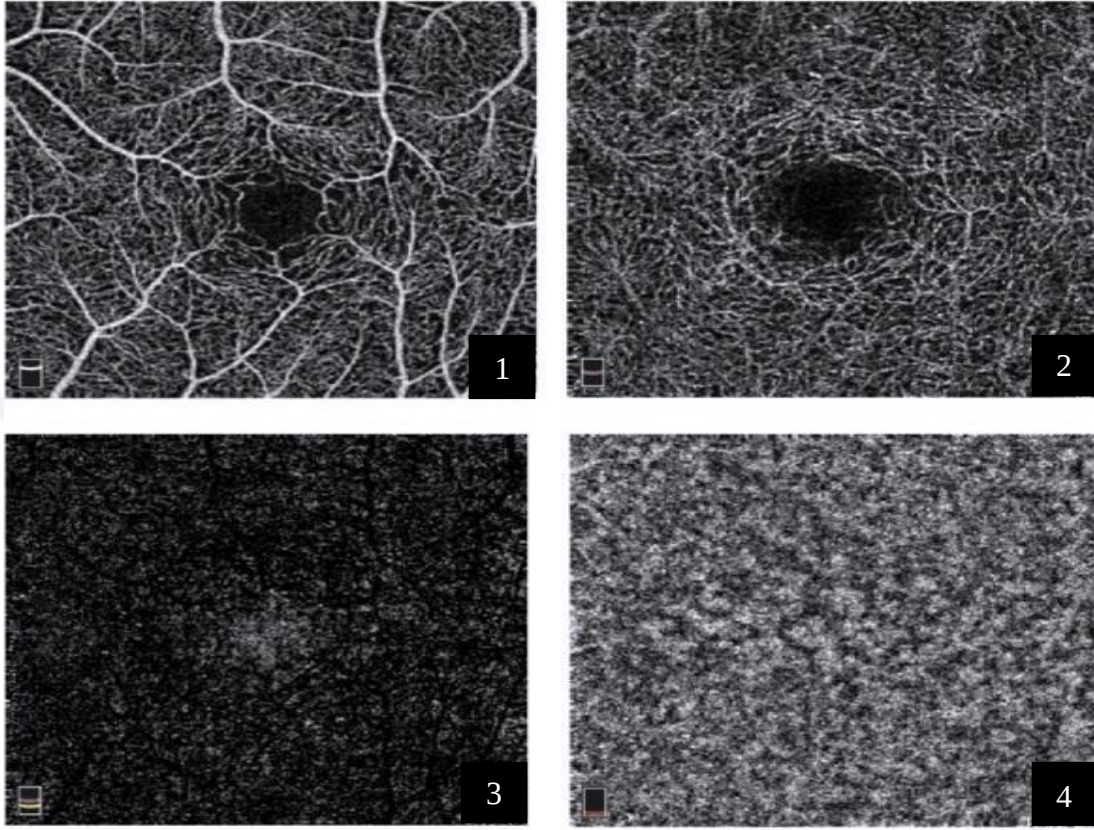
Maküler bölgenin renk kodlu B-tarama optik koherens tomografi-anjiyografi (OCTA) görüntülemesi [61] :
